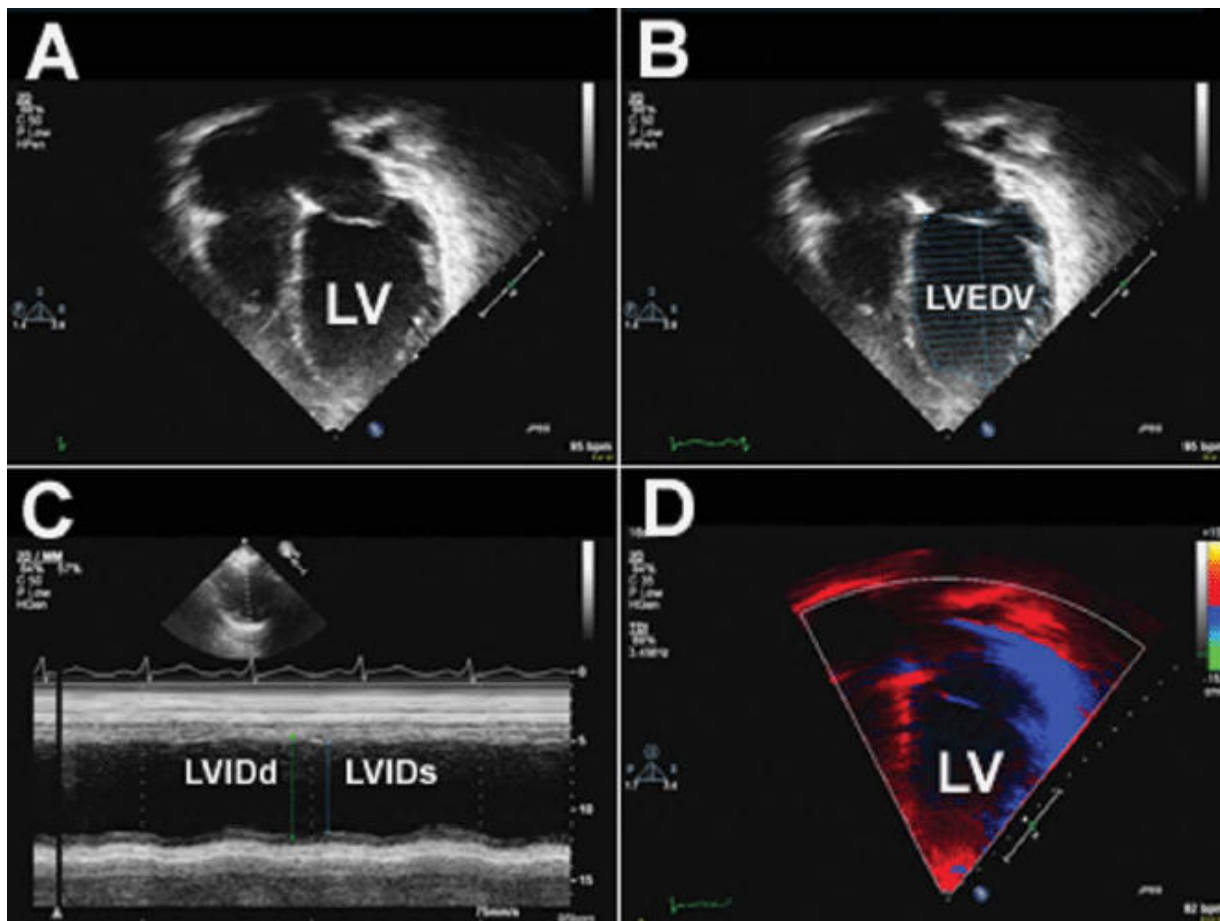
Imágenes ecocardiográficas de un paciente de DMD de 16 años de edad con cardiomiopatía. (A) en dos dimensiones apical vista de cuatro cámaras de un ventrículo izquierdo (LV) dilatado, que muestra una redondeada y fina pared lateral del miocardio y el tabique. (B) Medición del volumen diastólico final del ventrículo izquierdo, (LVEDV) en la vista apical de cuatro cámaras utilizada para calcular la fracción de eyección. La fracción de eyección en este paciente se redujo severamente al 20% (normal 55-65%). (C) Imagen de modo-M del ventrículo izquierdo que muestra la disminución del movimiento del tabique inter-ventricular en la parte superior de la imagen y la pared lateral libre en la parte inferior de la imagen. El diámetro interno del ventrículo izquierdo en diástole (LVIDd: línea verde) y el diámetro interno del ventrículo izquierdo en sístole (LVIDs: línea azul) se miden para obtener la fracción de acortamiento ($LVIDd_s / LVIDd$). Esta imagen muestra una marcada reducción de la fracción de acortamiento del 9% (normal 28-40%). (D) Imagen tisular de color Doppler del ventrículo izquierdo (LV). La coloración del miocardio ventricular corresponde a velocidades miocárdicas que se miden para evaluar la función diastólica y la tensión del miocardio. [Figura de color se puede ver en la edición en línea, que está disponible en wileyonlinelibrary.com.]
